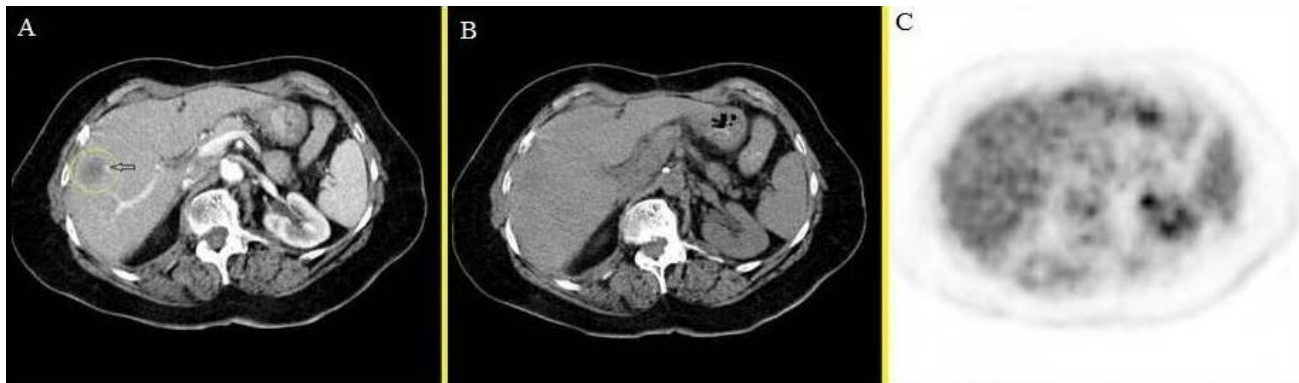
Hemangioma appearance with contrast and non-contrast PET/CT.
